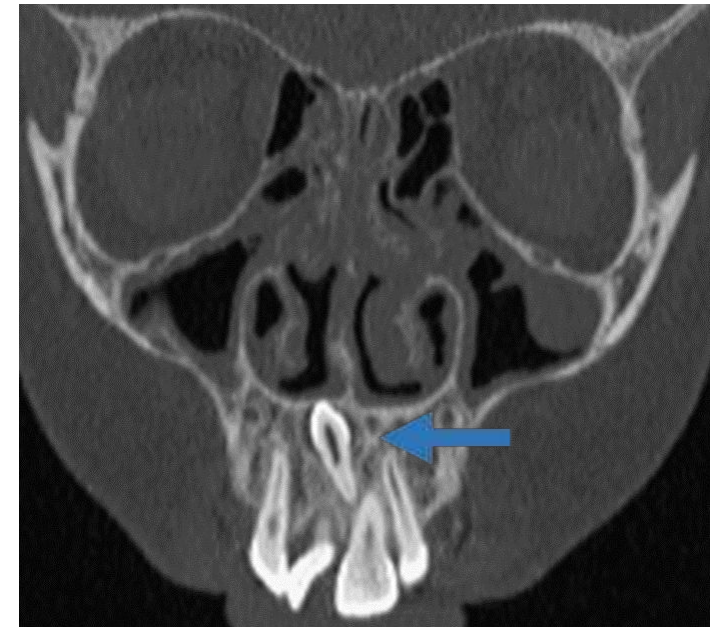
Diente supernumerario. La imagen muestra una tomografía computarizada coronal en la que se observa un mesodiente eumórfico e invertido en el maxilar superior (flecha azul).
